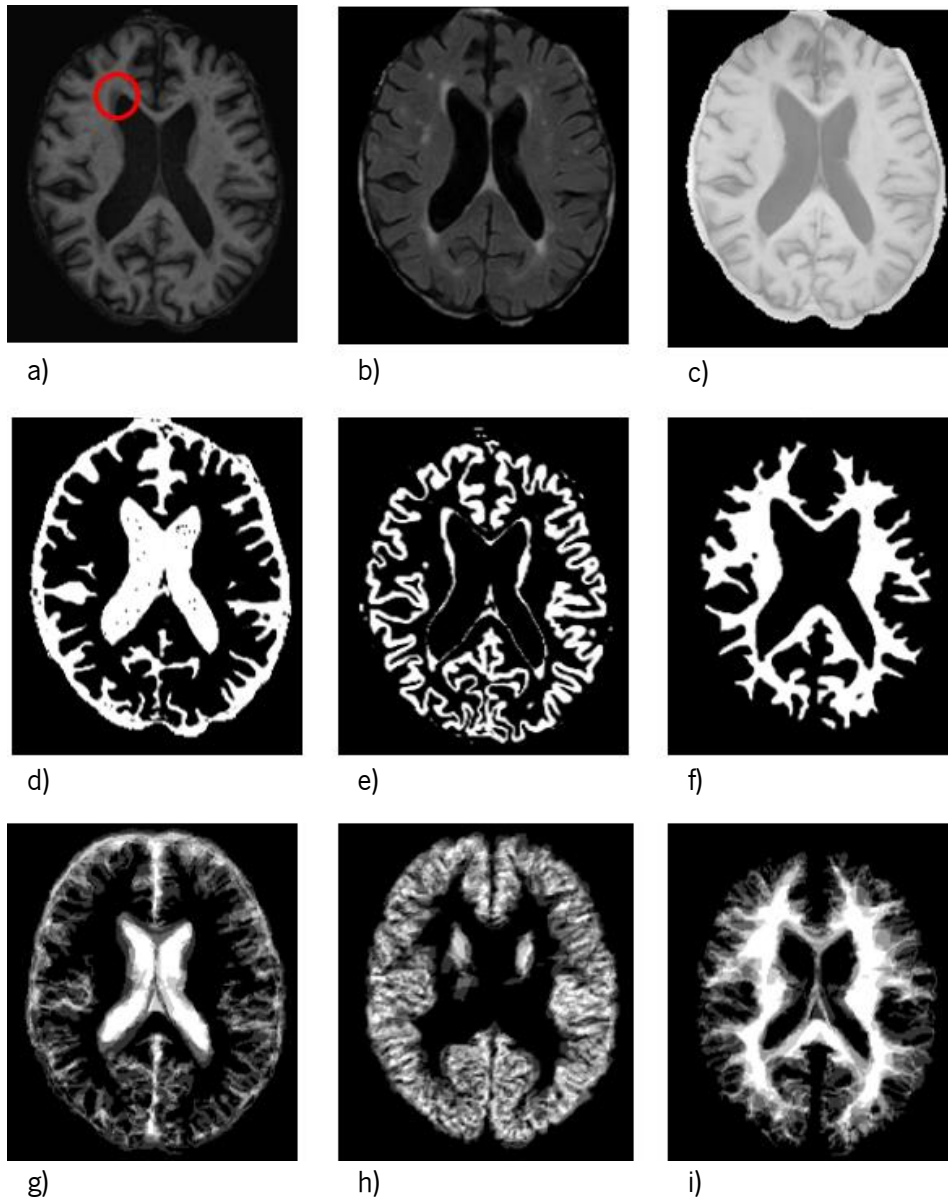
Algumas características. a-c) seqüências T1w, FLAIR e T1w IR, respectivamente. d-f) probabilidades *a posteriori* para LCR, SC e SB, respectivamente. g-i) atlas de probabilidades para LCR, SC e SB. Em a) observa-se um círculo vermelho a marcar uma região de lesão da SB, que foi incluída na SC da imagem e) pelo método *Atropos*.
